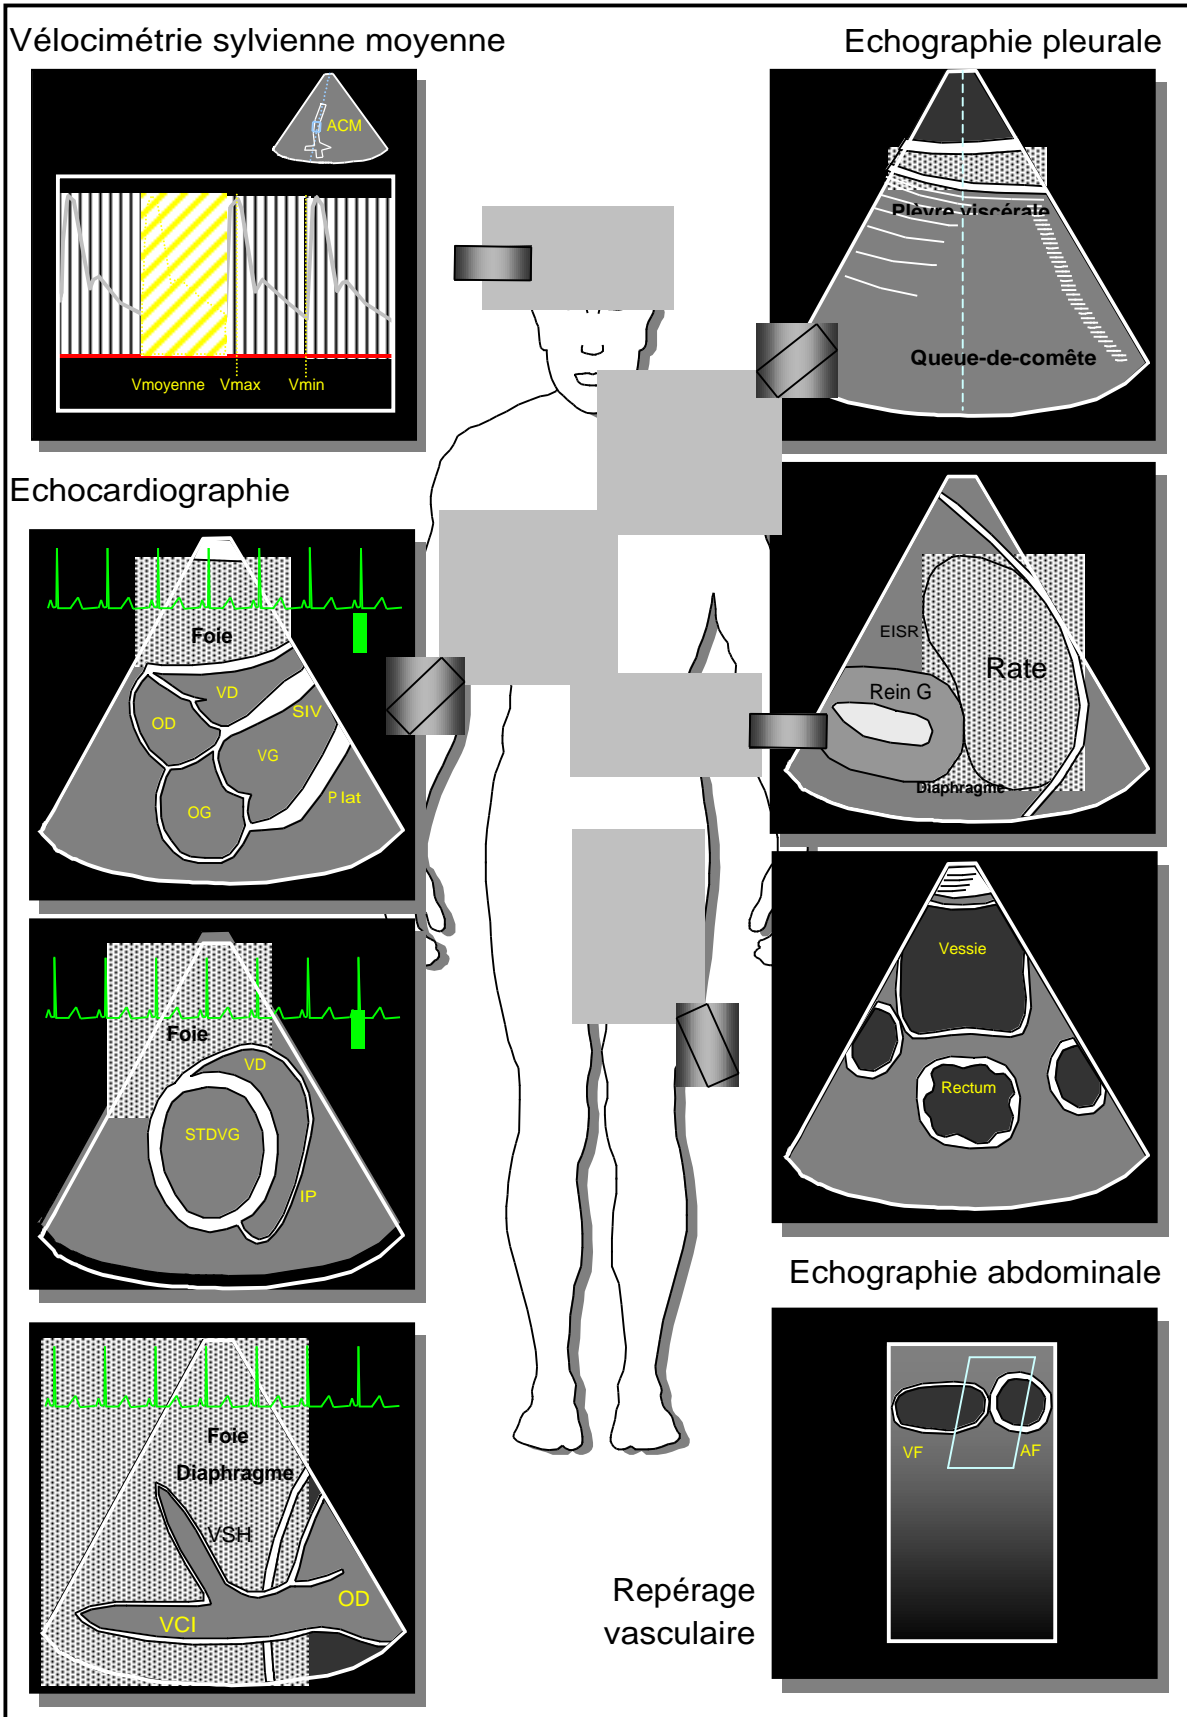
Utilisation multimodale d'un échographe au cours de la prise en charge des blessés graves ; plusieurs sondes et plusieurs réglages sont nécessaires.
